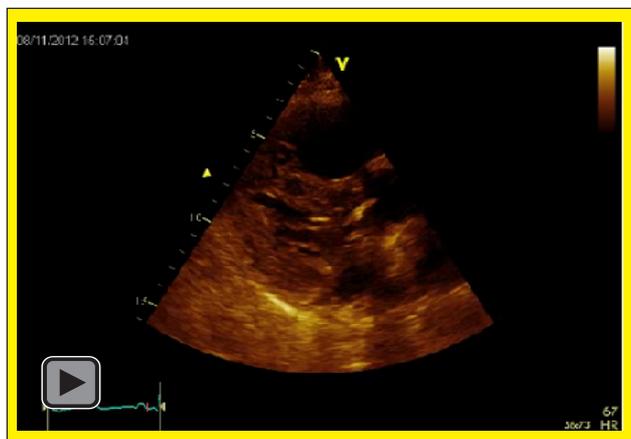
Parasternaler Längsschnitt: Kleiner hyperkontraktiler linker Ventrikel. Leichte Klappensklerose. Dilatation und Hypokontraktilität des rechten Ventrikels.
